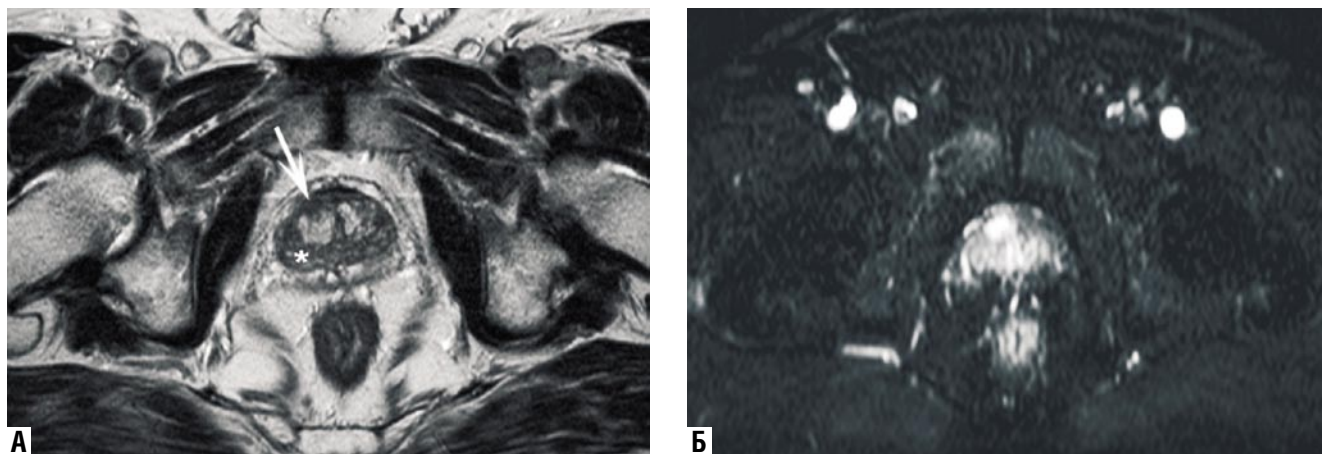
Рак простаты. В T2/tse импульсной последовательности (А) в правой доле определяется гипоинтенсивный очаг (стрелка). На динамической МРТ (Б) в опухолевом узле наблюдается раннее и интенсивное накопление контрастного вещества
